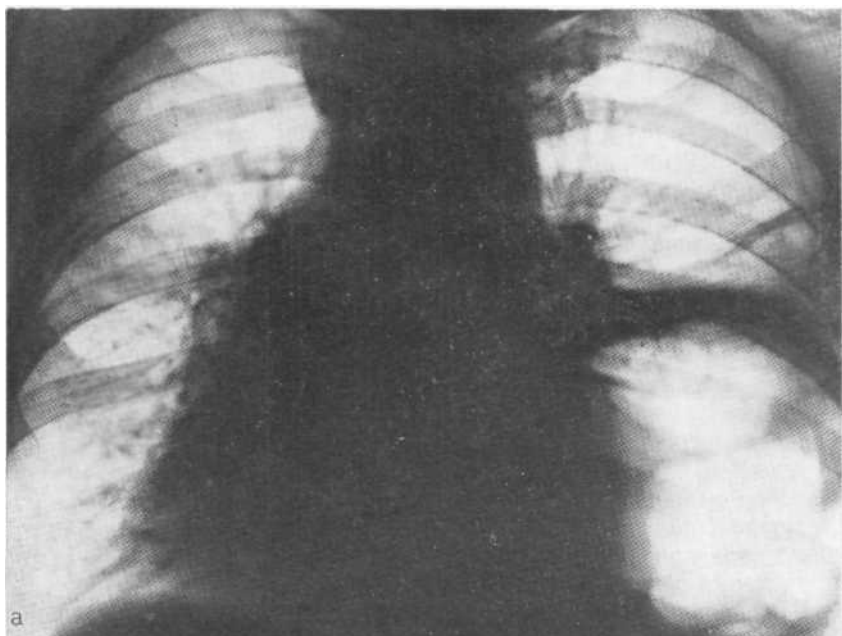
Рентгенограммы в прямой (а) и боковой (б) проекциях. Гигантская напряженная воздушная киста, оттесняющая органы средостения в здоровую сторону.
